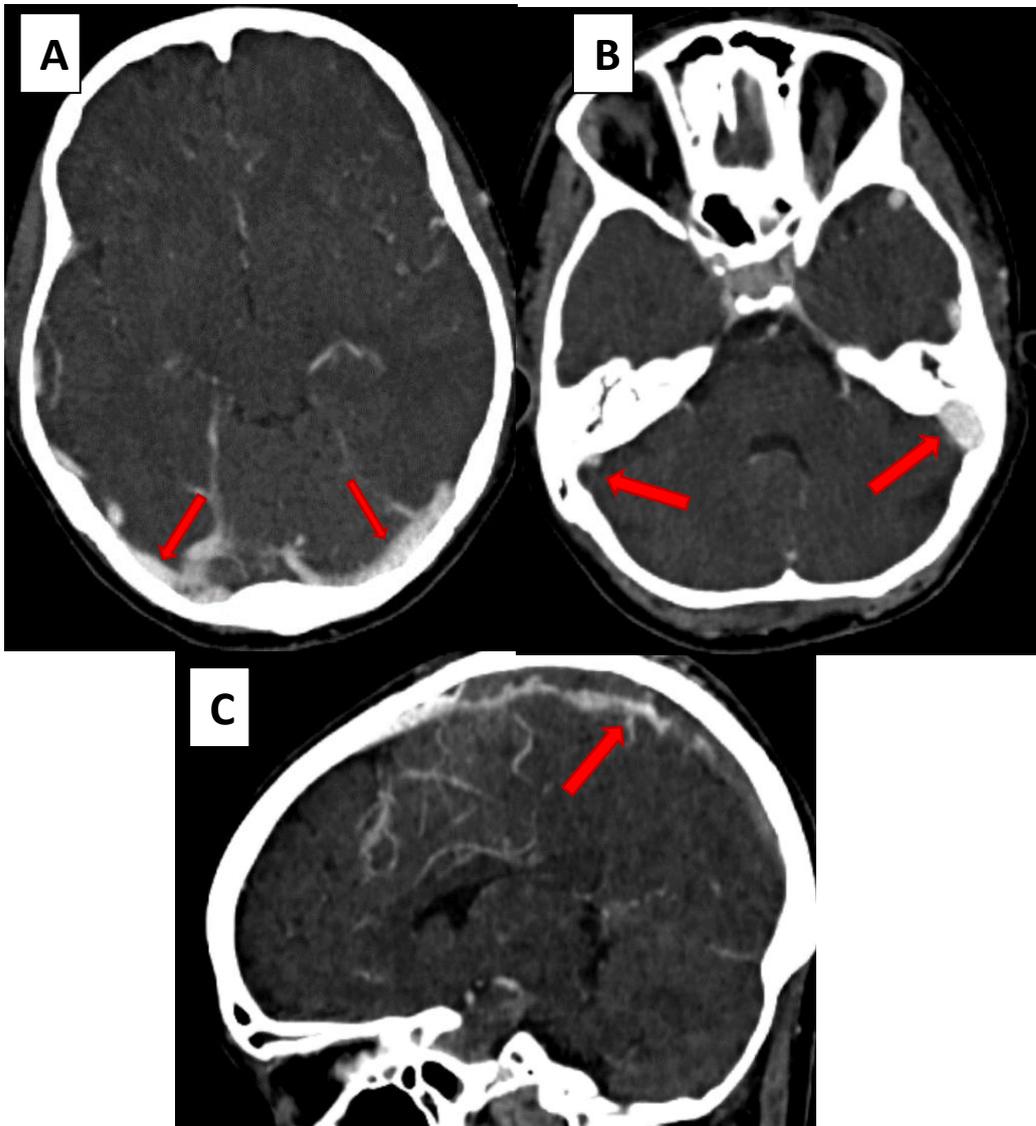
TDM cérébrale de contrôle injectée en coupes axiales et sagittales, après le geste thrombectomie
